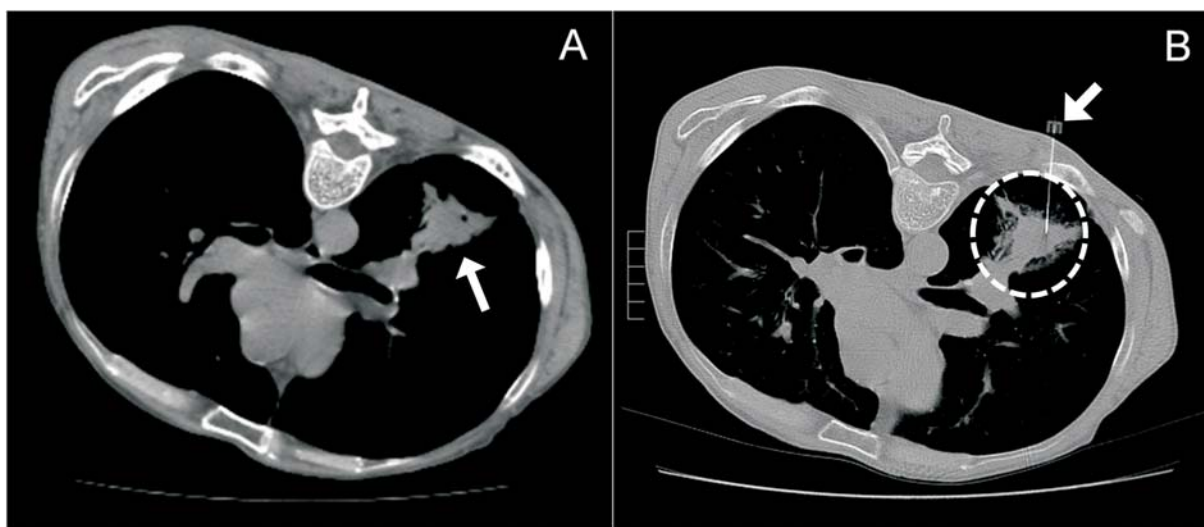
A) Imagen de la TAC donde se observa una lesión hiperdensa, de bordes espiculados, sugestiva de neoformación pulmonar. B) Punción con aguja fina (PAAF) guiada por TAC.
